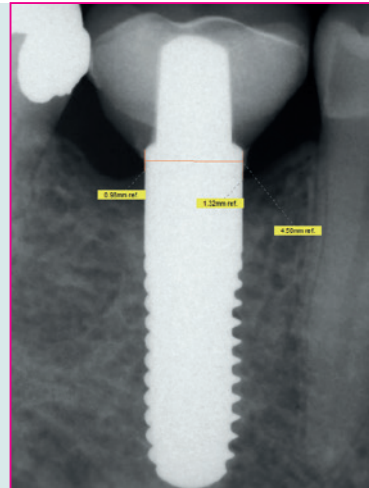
Kleinbildröntgen 46 – 106 Monate postoperativ.
